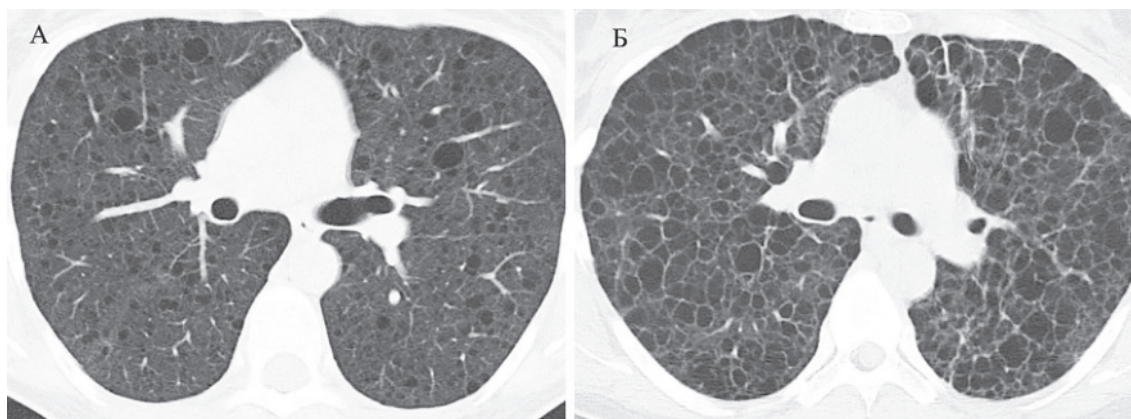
А — ЛАМ у 34-річної жінки з задишкою. КТ демонструє численні окремо диференційовані кісти; Б — ЛАМ у 42-річної жінки з прогресуючою задишкою. На КТ множинні, різної форми та розмірів кісти, практично повністю заміщають паренхіму легень
